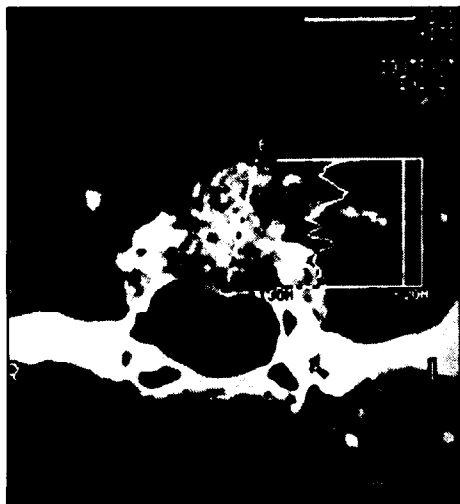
TC com contraste. Corte coronal de sela túrcica mostrando a metástase de adenocarcinoma mamário para a hipófise.
